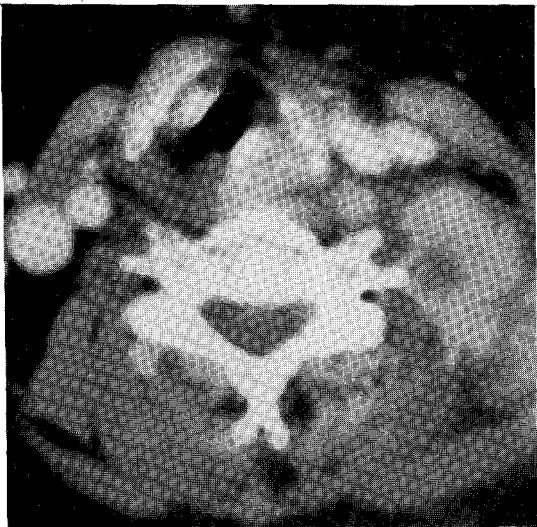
Three Months Follow-up CT Finding After Radiation Treatment showing not any interval change in mass size but the low density necrotic portion within the central foci of the mass suggesting minimal response
